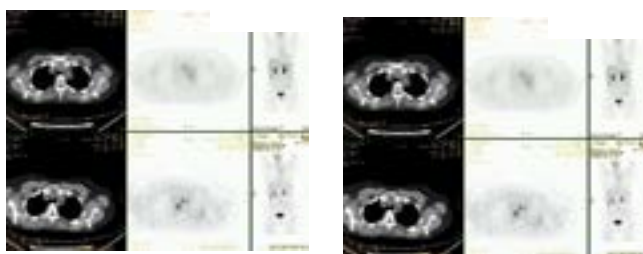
PET-TC 18/04/2016
